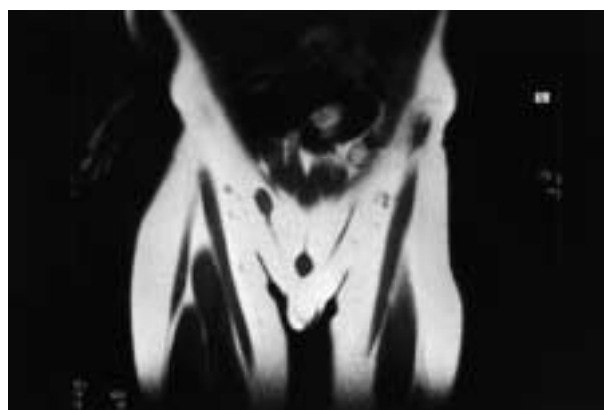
RMN que demuestra la presencia de teste derecho en canal inguinal y teste izquierdo ectópico que cruza hacia hemiescrotro derecho.
